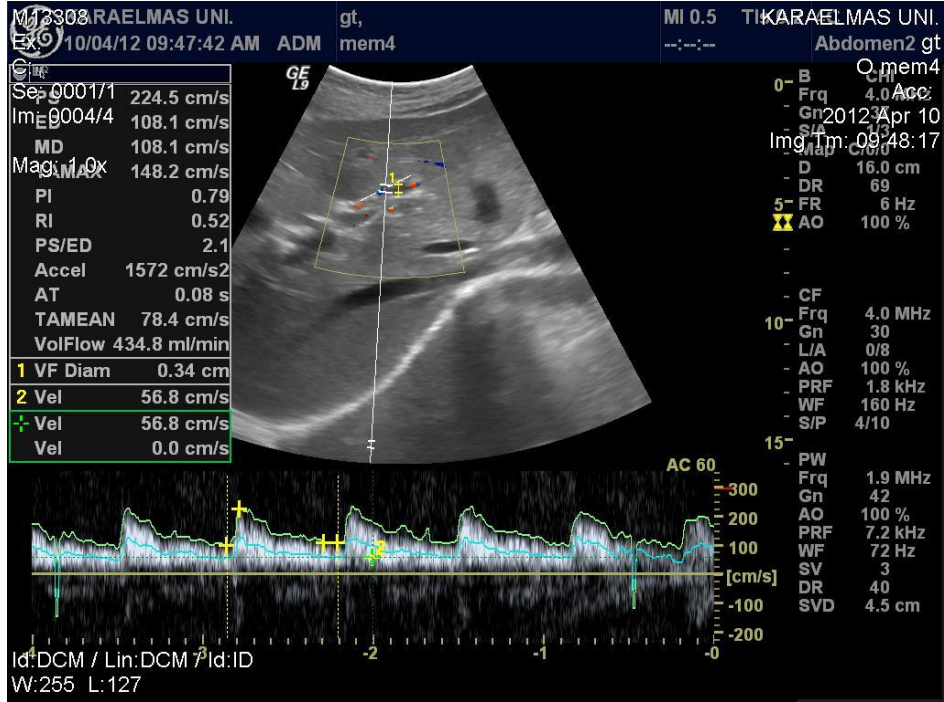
Portal ven renkli doppler görüntülemesi
